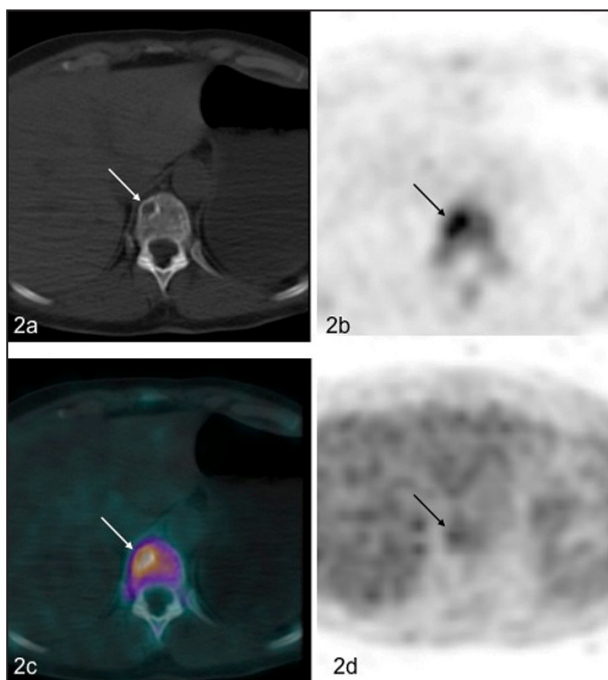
Lésion lytique au CT scan (2a), positive en 18F-NaF (2b et 2c, fusion PET et CT) et faiblement positive en FDG (2d).
